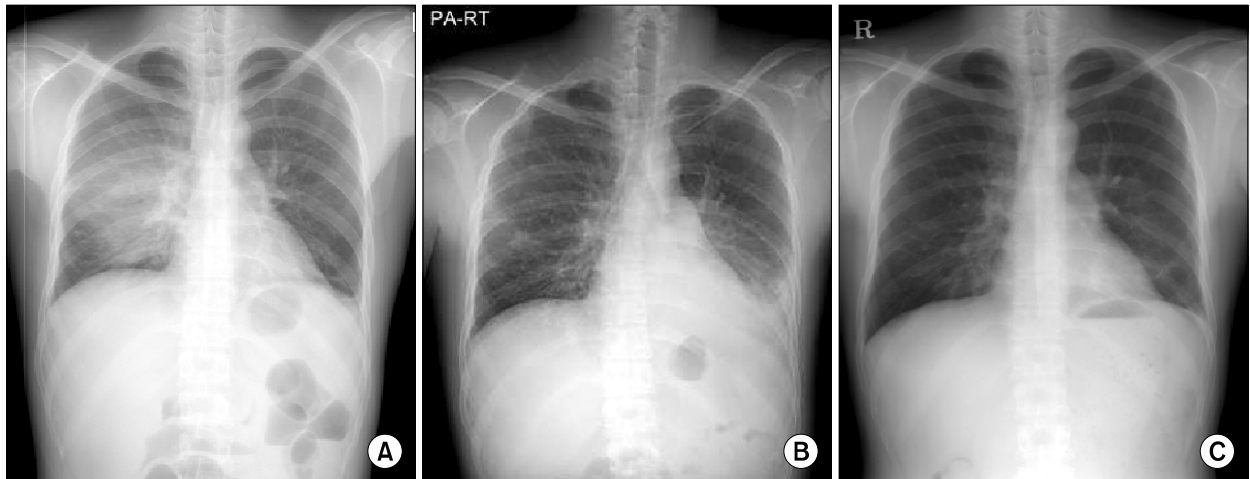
(A) Chest X-ray taken before admission showed pneumonic consolidation on right middle lobe. (B) Chest X-ray on admission showed diffuse bronchiectatic change with patchy consolidation and ground glass opacity in both middle lung field and both lower lung field. (C) Chest X-ray taken after treatment with antibiotics and gammaglobulin.
